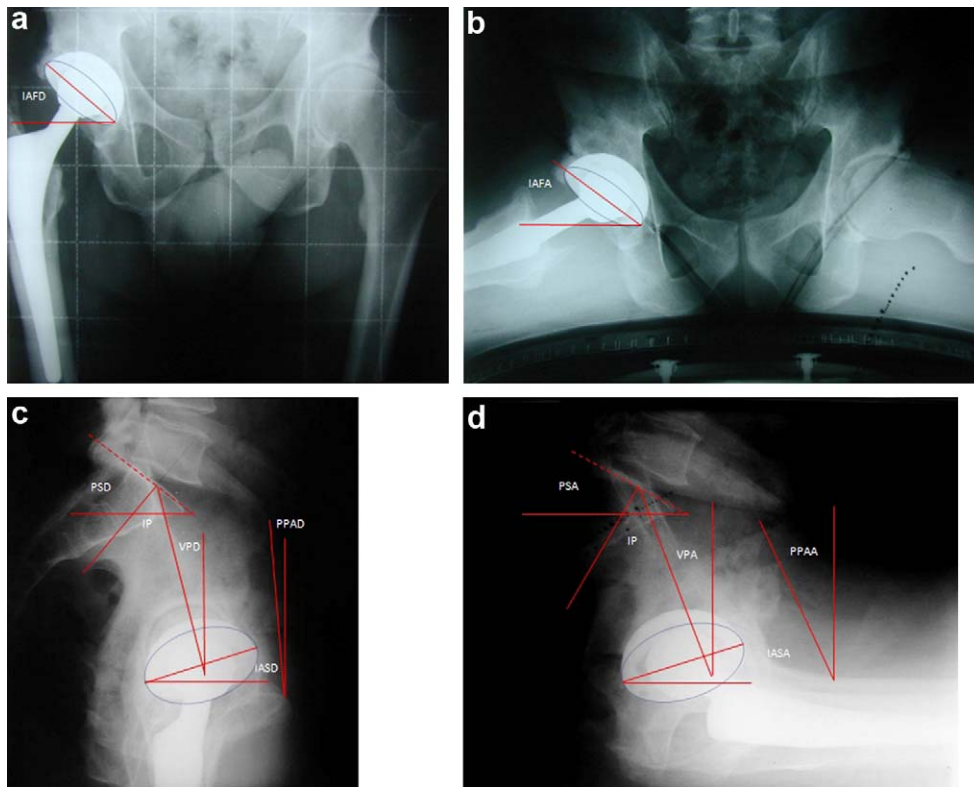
Radiographies conventionnelles d'un sujet : a et c : vues de face et de profil debout ; b et d : vues de face et de profil assis. IP : incidence pelvienne, PSD : pente sacré debout, PSA : pente sacré assise, VPD : version pelvienne debout, VPA : version pelvienne assis, PPAD : plan pelvien antérieur debout, PPAA : plan pelvien antérieur assis, IAFD : inclinaison acétabulaire frontale debout, IAFA : inclinaison acétabulaire frontale assis, IASD : inclinaison acétabulaire sagittale debout, IASA : inclinaison acétabulaire sagittale assis.
